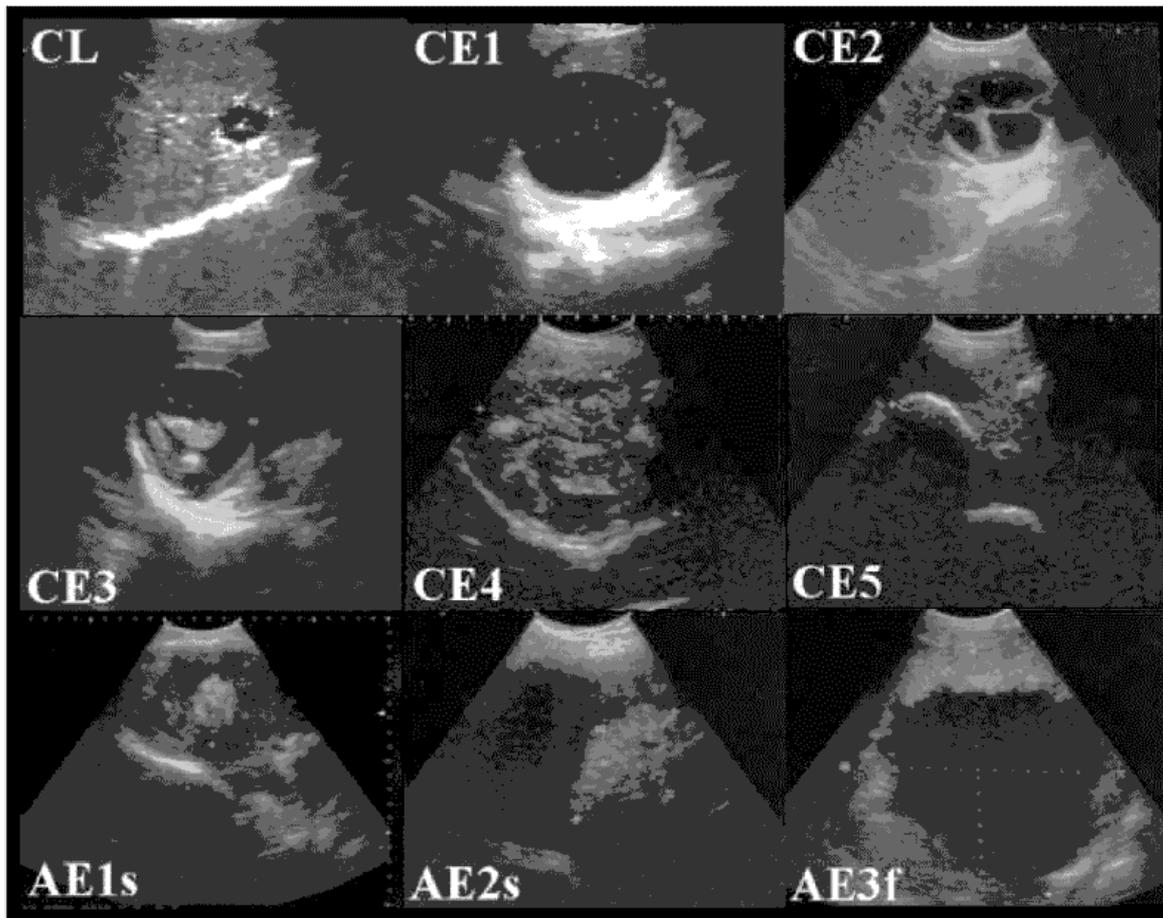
sonographische Einteilung der *Echinococcus multilocularis* Zysten
